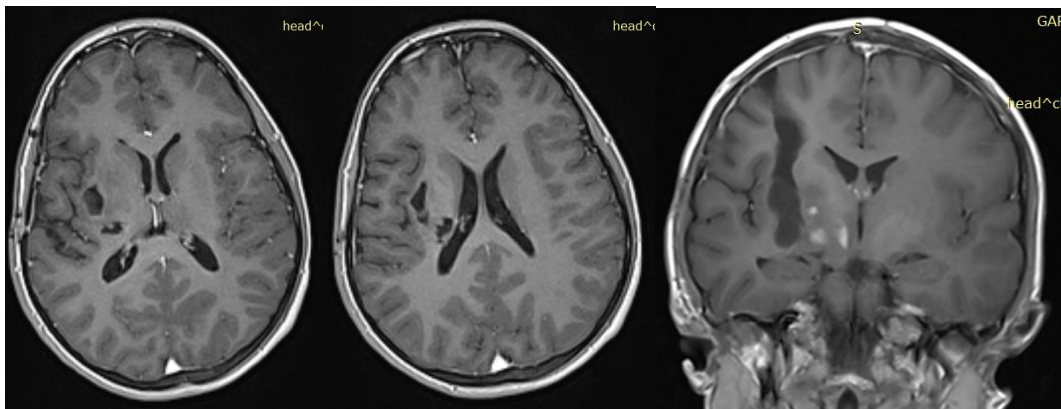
МРТ через год после первой операции. Признаков рецидива не выявлено
